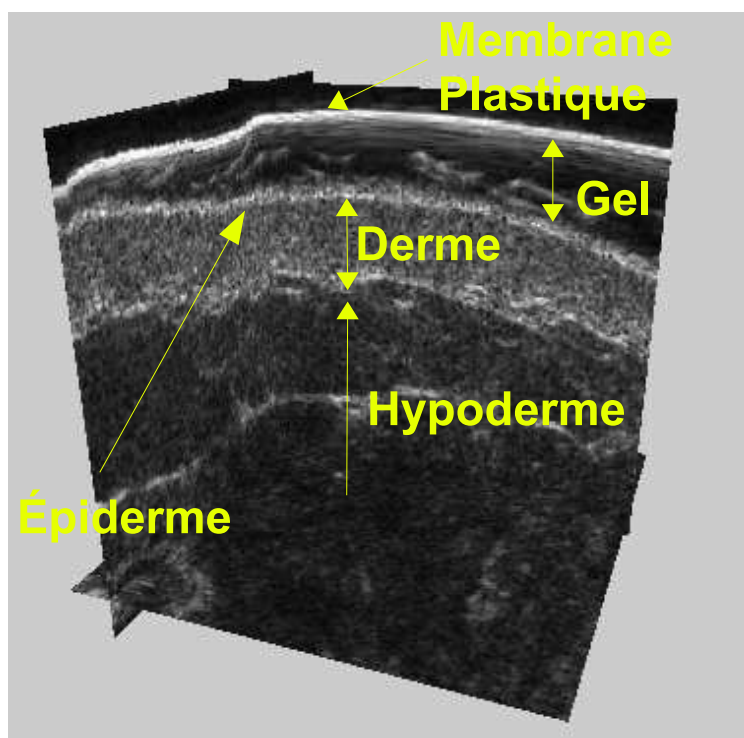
Exemple d'image 3D de la peau obtenue avec l'échographe 20 MHz DERMICUP (Atys Medical France)
